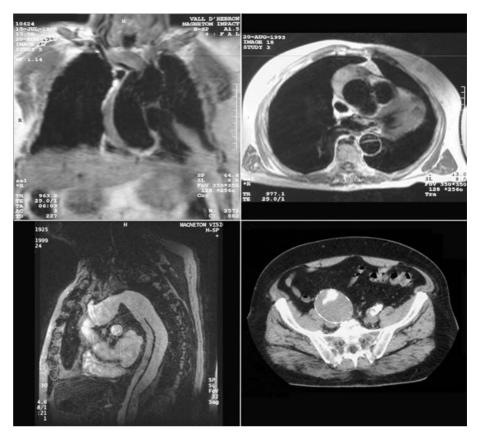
Hematoma intramural de aorta ascendente que progresó con disección de aorta descendente. En las imágenes superiores, la resonancia magnética realizada en la fase aguda puso de manifiesto un hematoma intramural de gran tamaño en la aorta ascendente (izquierda) y una disección de la aorta descendente (derecha). En las imágenes inferiores, la resonancia magnética practicada a los 6 años de seguimiento muestra (izquierda) un correcto resultado quirúrgico en la aorta ascendente con persistencia de la disección de la aorta descendente. En la imagen inferior derecha destaca una dilatación aneurismática con trombosis parcial de la arteria ilíaca derecha.
